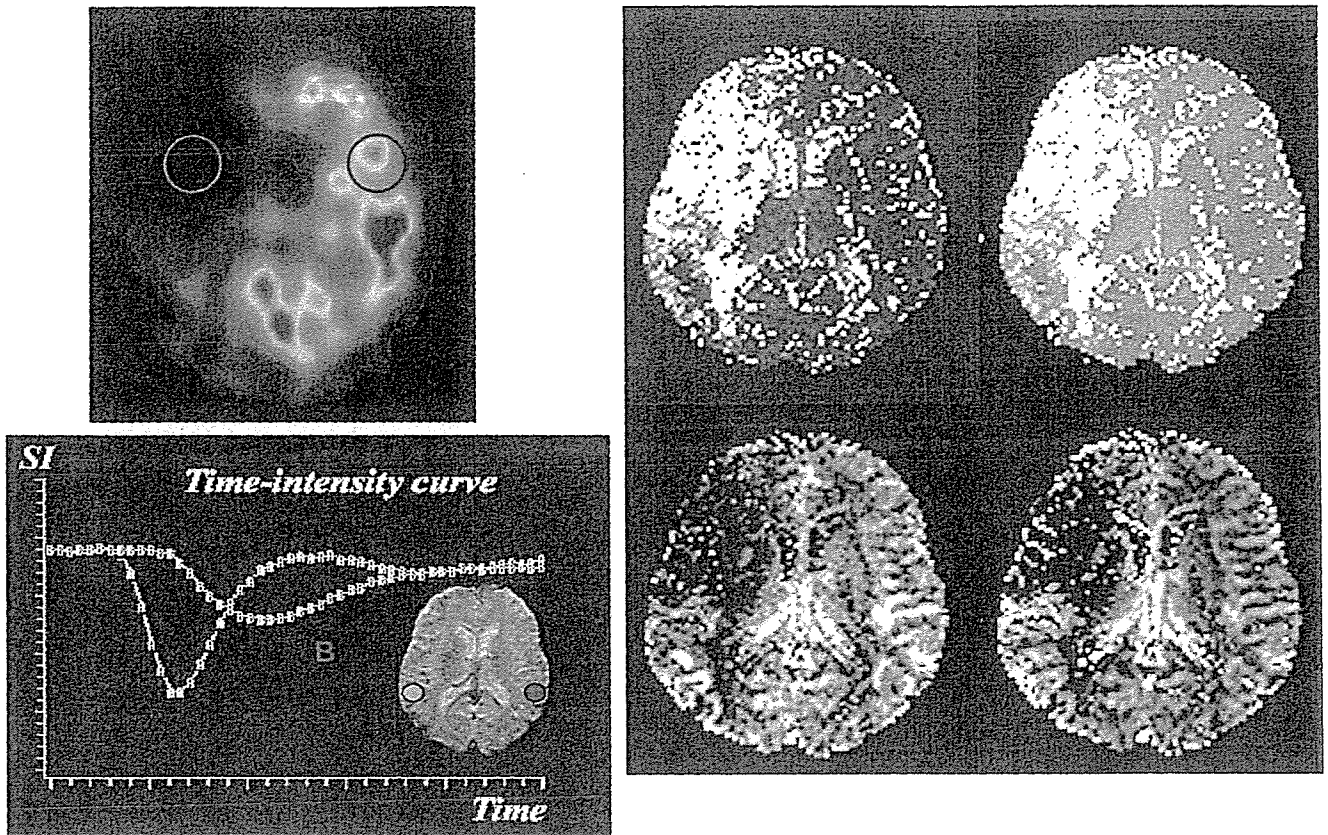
Perfusion CT と SPECT
